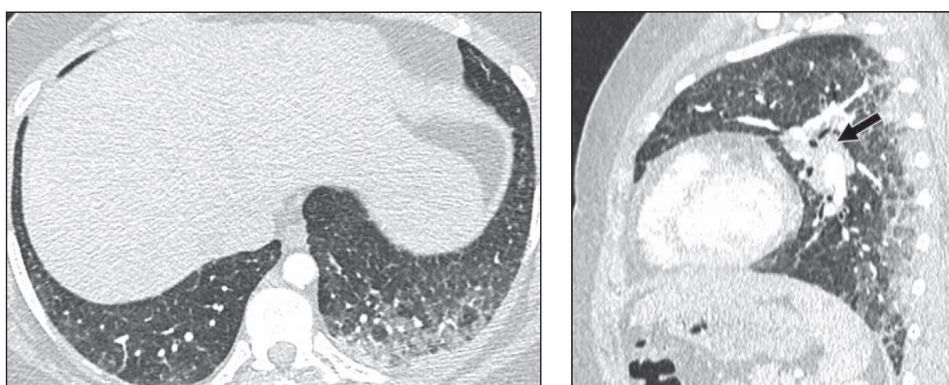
TC axial (izquierda) y angio-TC pulmonar sagital (derecha) de una neumonía lipídica por *vaping* (17).
